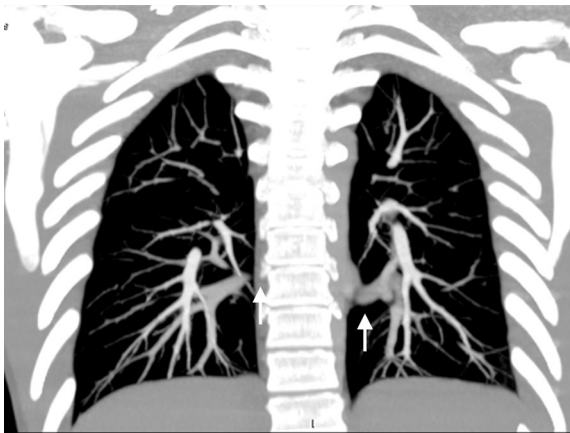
增强CT显示左肺下叶可见来源于胸主动脉的异常体动脉供血
